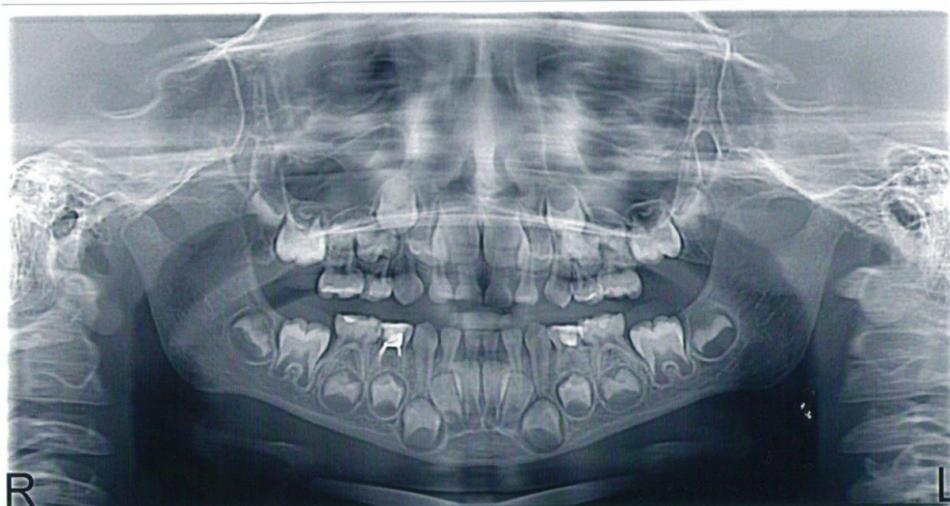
Ортопантомограмма, пациент, 5 лет
